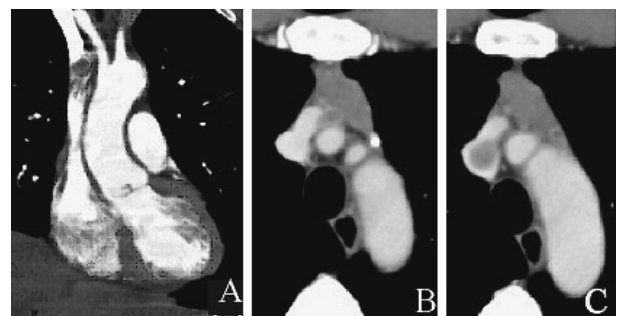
Chest enhanced CT demonstrated a low density tumor in the anterior mediastinum, which invaded into the superior vena cava (SVC). The sagittal image revealed a tumor in SVC (A). The tumor appeared in SVC at the bifurcation of bilateral brachiocephalic veins (B, C).
